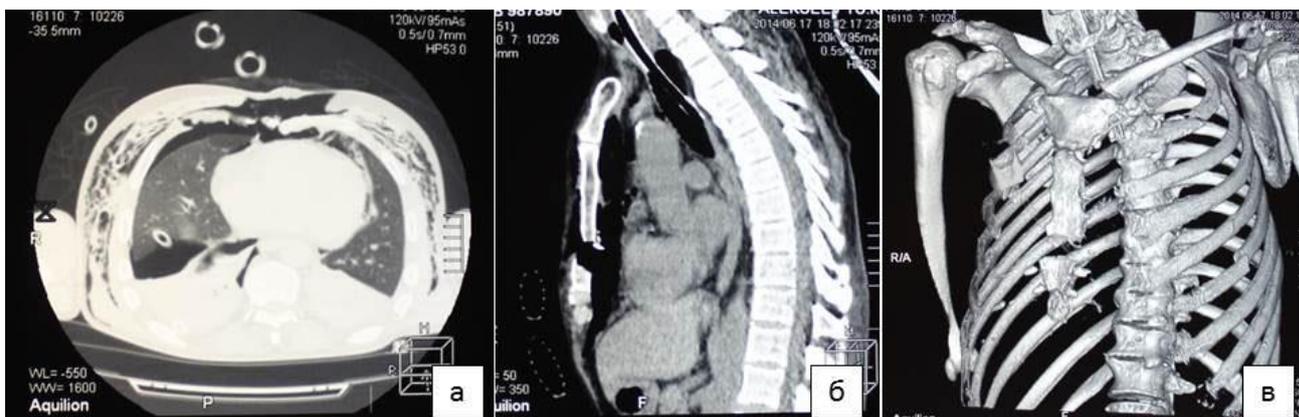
Компьютерная томограмма грудной клетки (а - поперечный срез; б - сагиттальный срез; в – режим 3D-реконструкции) пациента А., 54 лет, история болезни №31276141. Перелом тела грудины, флотирующий перелом V, VI ребер слева, двусторонний гемопневмоторакс, ушиб нижних долей обоих легких, пневмомедиастинум.
